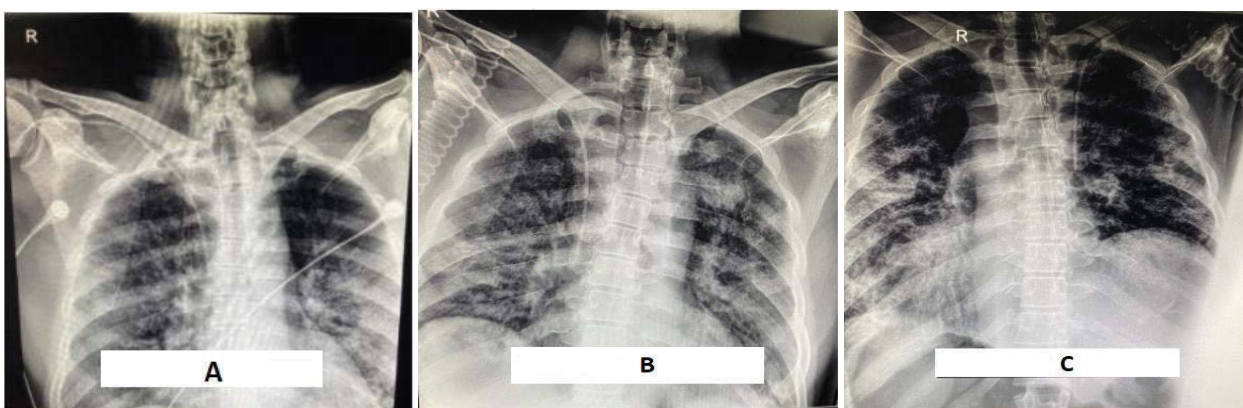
Рентгенологічні знімки пацієнта з COVID-19 з клінічного випадку №2: стан на момент госпіталізації (А), на першу добу після введення ВВІГ (В), на сьому добу після введення ВВІГ (С).
